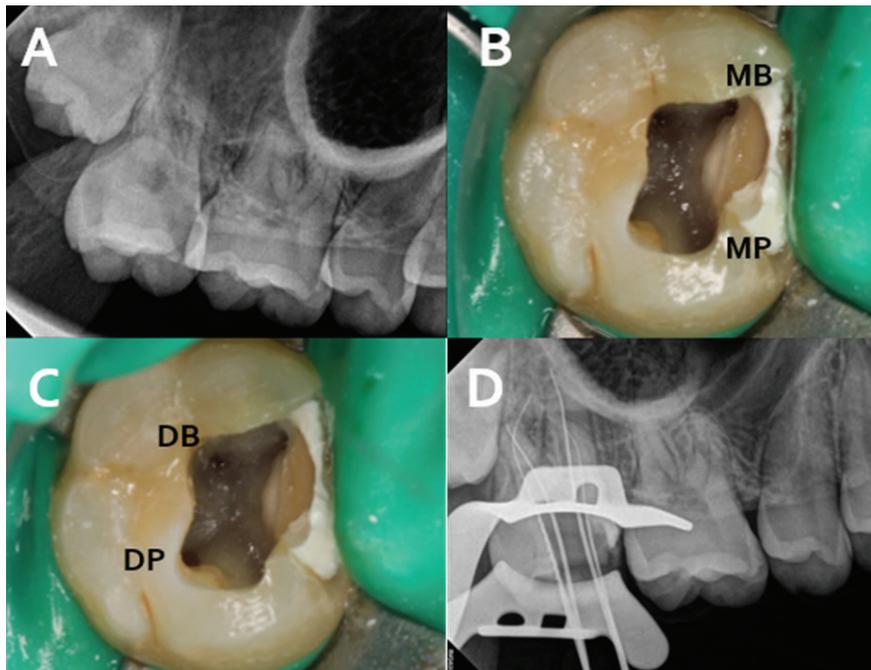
(A) 초진 방사선 사진. (B) 근심협측 (Mesio-Buccal) 근관과 근심구개측(Mesio-Palatal) 근관 입구 임상 사진. (C) 원심협측 (Disto-Buccal)와 원심구개측(Disto-Palatal) 근관 입구 임상 사진. (D) 근관장 측정 방사선 사진.
